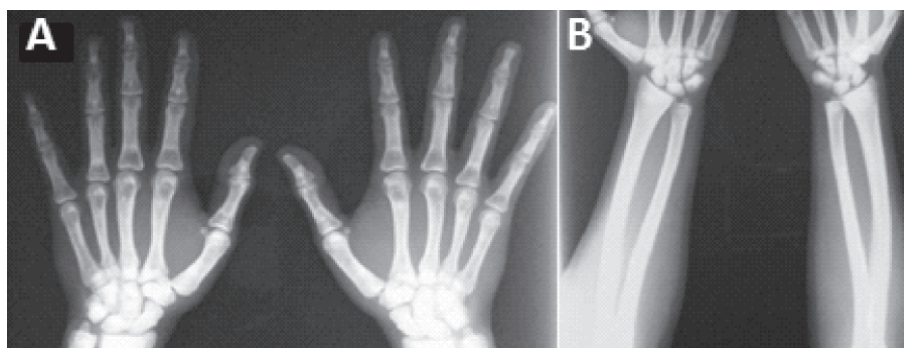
Radiografía de A) manos y B) radio y cúbito. Osteoesclerosis diafisaria de los huesos metacarpianos, falanges, radio y cúbito con displasia ósea.
